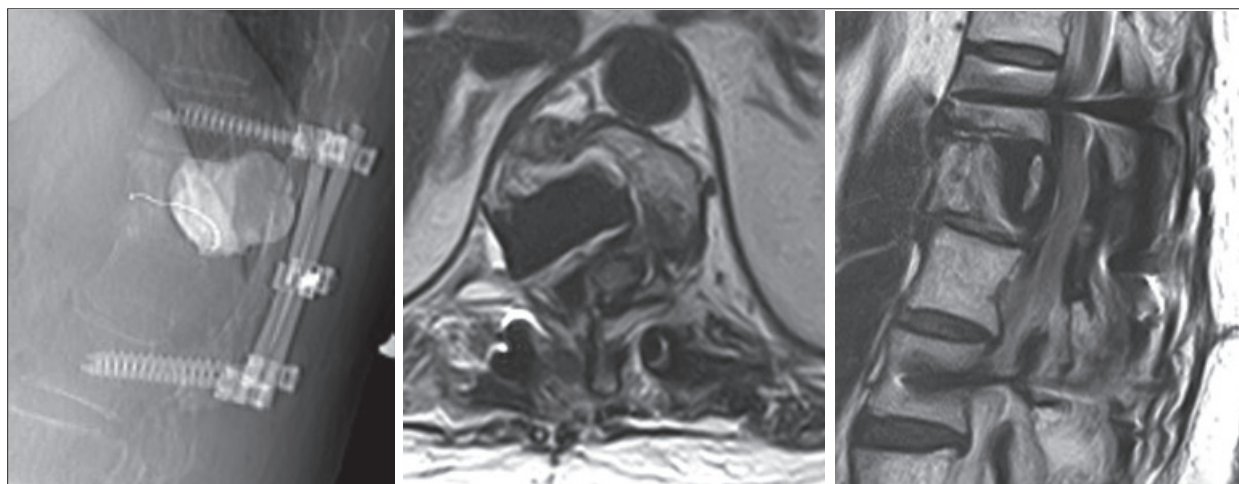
Послеоперационная рентгенография и МРТ-контроль зоны операции (описание в тексте)
